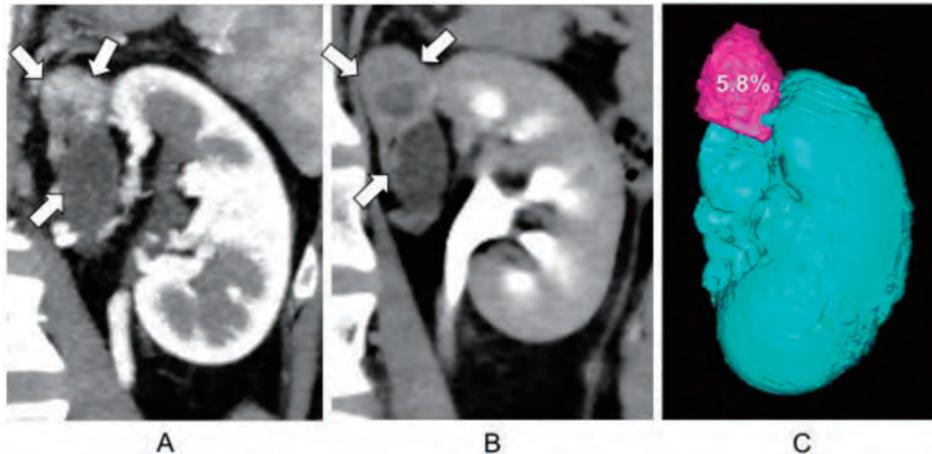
a, b An abdominal contrast CT examination showing a duplication of the left renal pelvis and ureter. The upper half of the left kidney (∇ arrow head) had poor contrast and showed hydronephrosis. c Three-dimensional analysis images of Synapse Vincent showing the dominant area of the upper half of the left kidney where the ectopic ureter was located. The volume of the upper half of the left kidney was only 5.8% of the entire left kidney.
